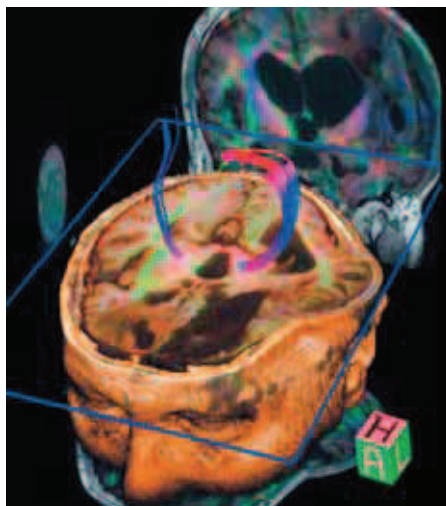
МРТ пациента с последствиями черепно-мозговой травмы — костным дефектом в левой теменно-височной области и асимметричной гидроцефалией. При МР-трактографии выявляется растяжение и асимметрия кортикоспинальных трактов расширенными желудочками мозга.
